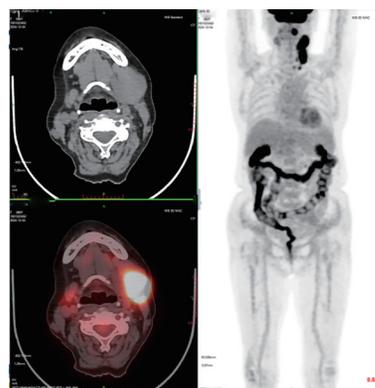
CAR-T 细胞回输前 PET-CT 图像
